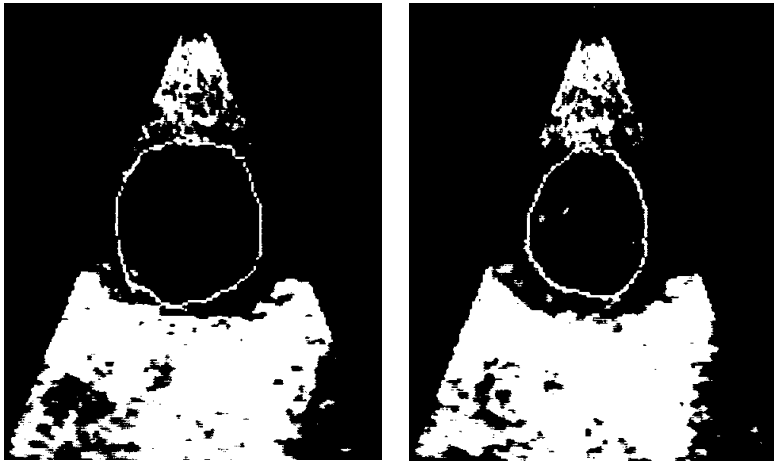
B-Mode-Echokardiographie
